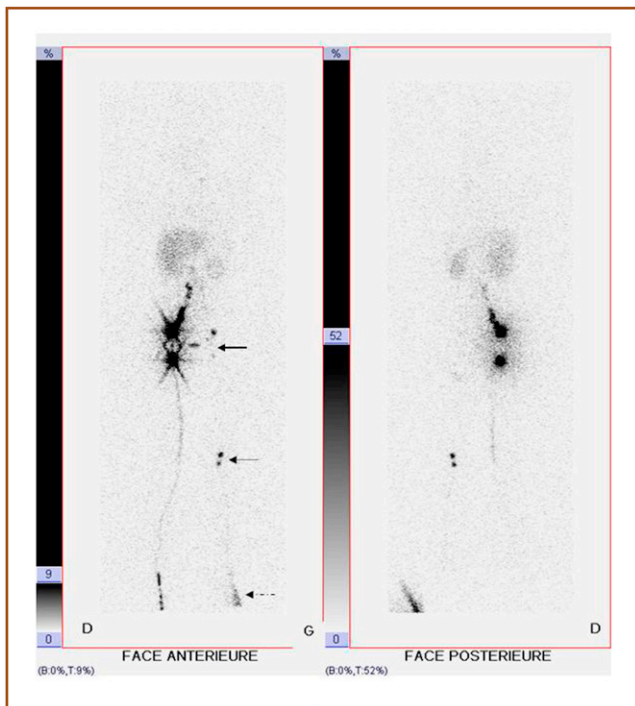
Lymphoscintigraphie tardive (quatre heures après injection du traceur) réalisée chez une jeune fille de 13 ans ayant un lymphœdème primaire du pied gauche révélé à l'âge de neuf ans, montrant un aspect d'hypoplasie des vaisseaux et ganglions lymphatiques partiellement compensée par une anastomose fonctionnelle anormale avec le réseau lymphatique profond ; à gauche : hypofixation du vaisseau lymphatique et des ganglions ilio-inguinaux, activité ganglionnaire poplitée ; à droite : vaisseau lymphatique et ganglions ilio-inguinaux d'aspect sensiblement normal ; ← : ganglions ilio-inguinaux hypofixants ; ← : ganglions poplités ; ←- : ébauche de vaisseau lymphatique.
